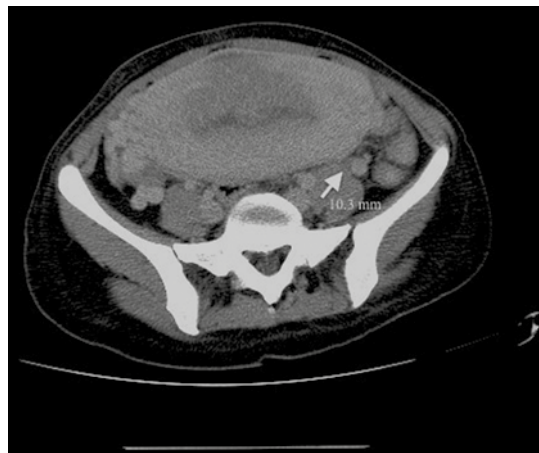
Tomografía computada: varicocele pélvico bilateral en paciente puérpera. Trombosis de vena ovárica izquierda. Dilatación ureteral y del sistema piélico bilateral por compresión uterina. No hay afectación de otras estructuras vasculares.
